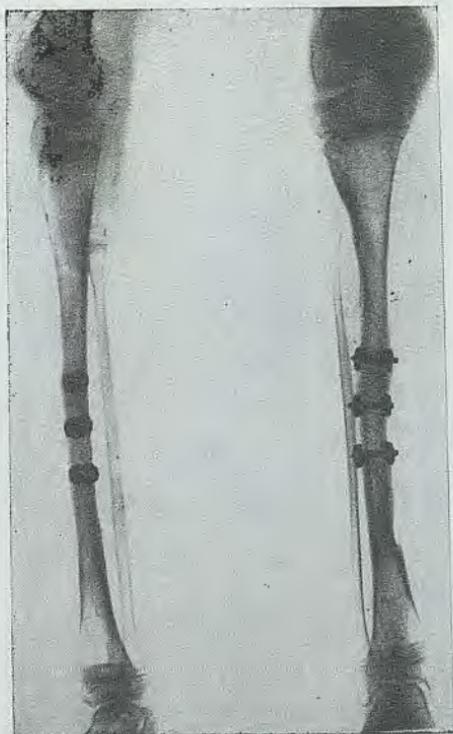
c. — Radiografía frente y perfil a los seis meses de la intervención.
